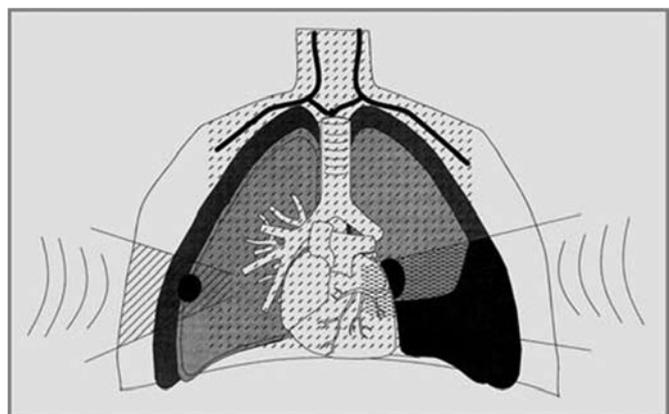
Estruturas Analisadas Utilizando Ultra-Sonografia Pulmonar (pleura, parede torácica, diafragma e parênquima pulmonar)
